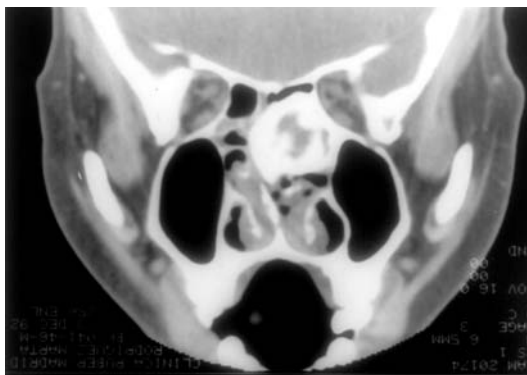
Fibroma osificante de localización etmoidal. Tomografía computarizada.
